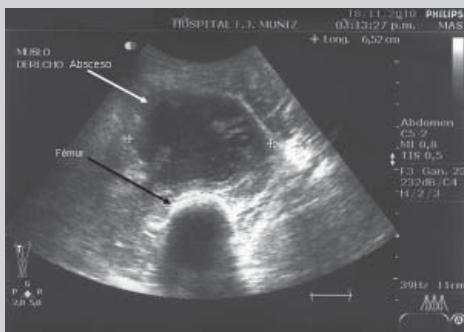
Ecografía de muslo derecho: colección líquida sin compromiso óseo
